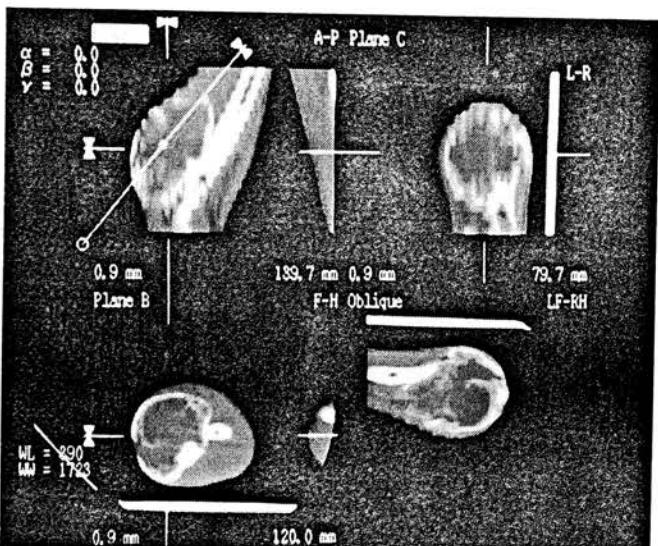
Компьютерная томограмма: выявляется экстраваскальный компонент.
